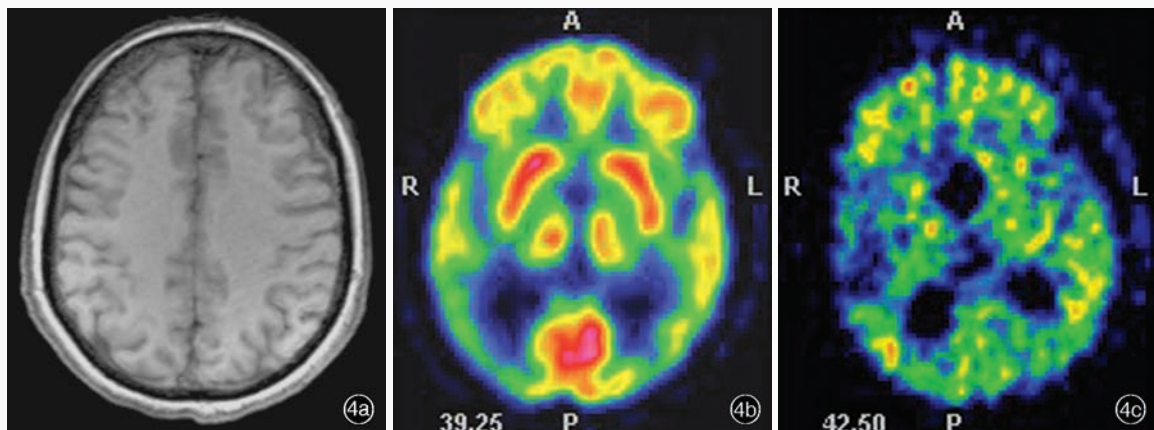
女性患者,61岁。临床诊断为后部皮质萎缩。头部影像学检查所见 4a 横断面T<sub>1</sub>WI显示脑萎缩 4b <sup>18</sup>F-FDG PET显示,双侧颞顶枕联合区葡萄糖代谢降低,以右侧明显;右侧岛叶、双侧额叶、后扣带回、楔前叶和双侧尾状核代谢降低(黄色和绿色区域所示) 4c <sup>11</sup>C-PIB PET显示,双侧颞顶枕联合区皮质放射性<sup>11</sup>C-PIB滞留(绿色区域所示)、小脑皮质廓清
